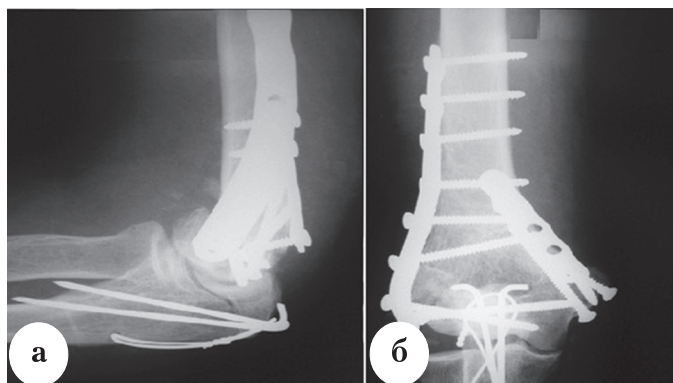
Рентгенограмма больного Г., 39 лет, после остеосинтеза: а – боковая проекция; б – прямая проекция
